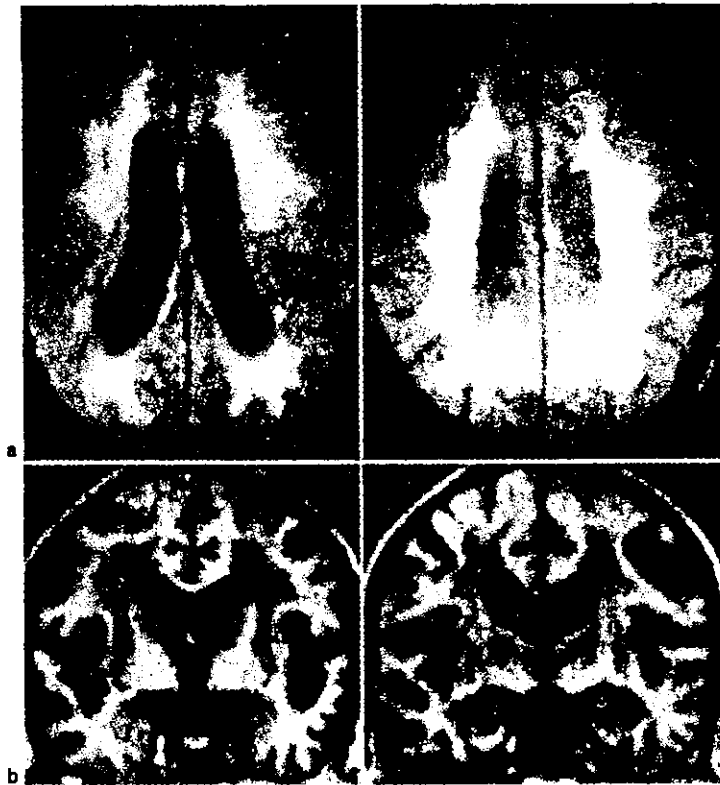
Binswanger 型痴呆の MRI 所見
